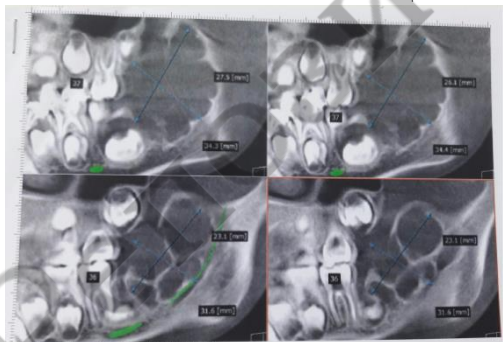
КТ от 14.02.17 пациентки А.
